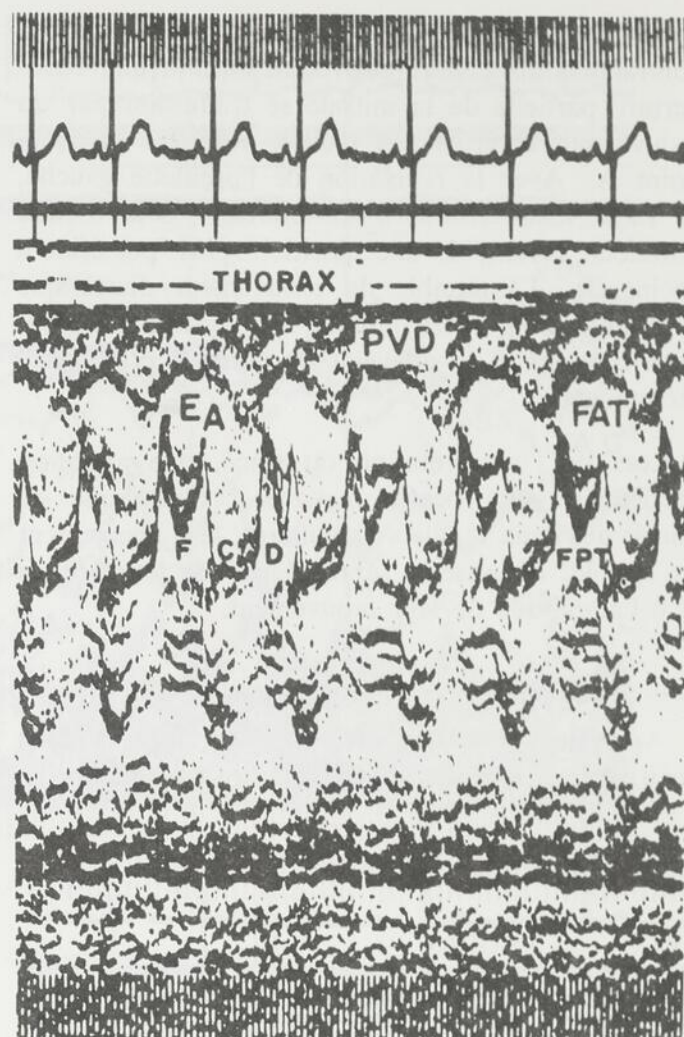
Echocardiogramme de la valve tricuspide (nouveau-né normal de 3 jours). Le mouvement des feuillets antérieur et postérieur est bien visible de même que la paroi antérieure du ventricule droit.
